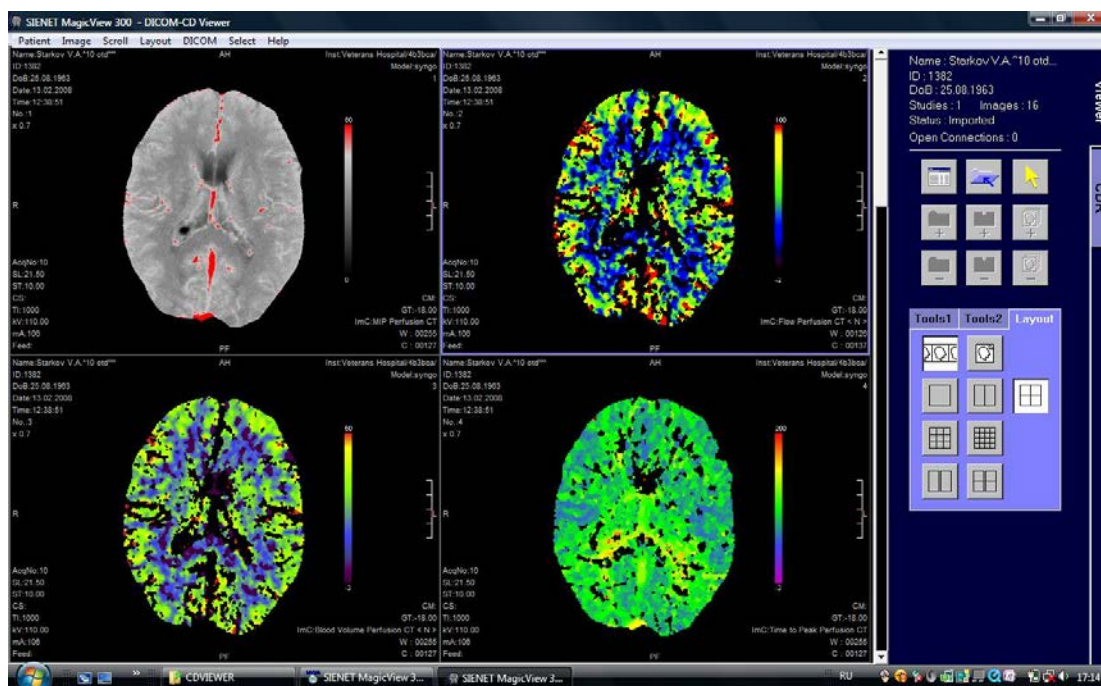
Результаты исследования КТ-перфузии головного мозга больного С-ва, 1963 г. рожд. Пояснения в тексте
